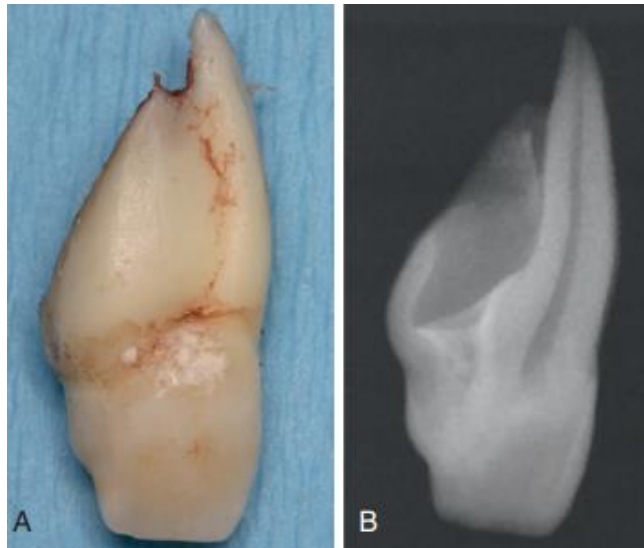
(A) Incisivo lateral maxilar derecho deformado. (B) Radiografía del mismo diente que exhibe un canal forrado por esmalte radiopaco.⁵⁸
